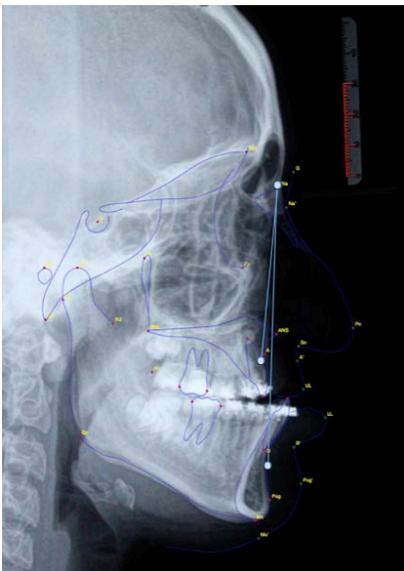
Radiografía lateral de cráneo inicial.
